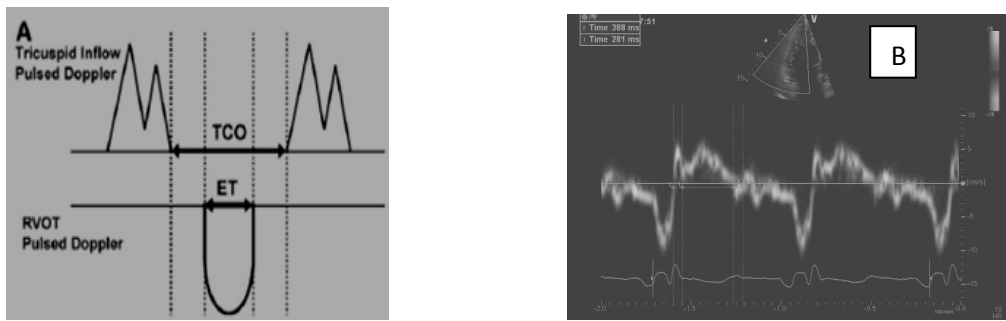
A- Cálculo do índice de Tei por D. Pulsado; B- Cálculo do índice de Tei por *Doppler* tecidual (adaptado de Rudski et al.⁽¹⁵⁾).
